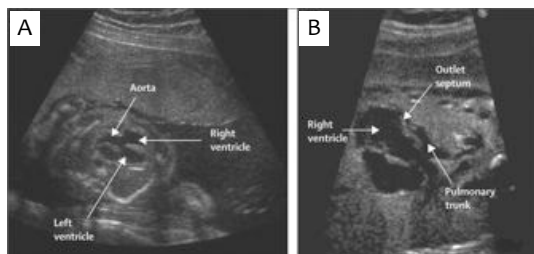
Échocardiographie prénatale
